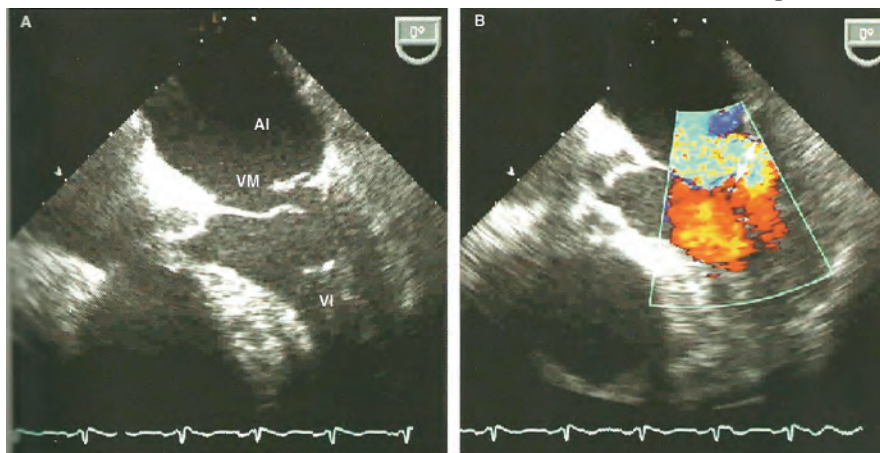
Ecocardiograma transefagico de paciente con prolapso mitral con protrusion del velo posterior hacia el atrio izquierdo y ruptura de cuerda tendinosa (A) La imagen a color muestra un chorro ancho al inicio de la regurgitación con una vena contracta de 1.1cm de ancho. AI: aurícula izquierda, VM: valvula mitral, VI: ventrículo izquierdo
